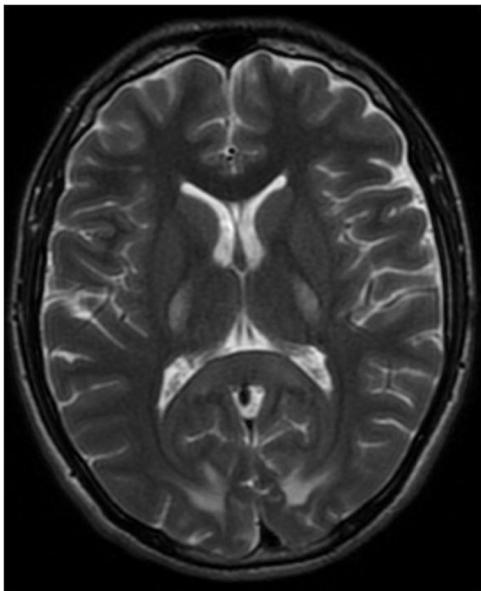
Resonancia magnética de cerebro simple, corte axial, T2. Zonas hiperintensas bilaterales simétricas en brazos posteriores de cápsulas internas y en lóbulos occipitales. Aumento de las cisuras cerebrales.
